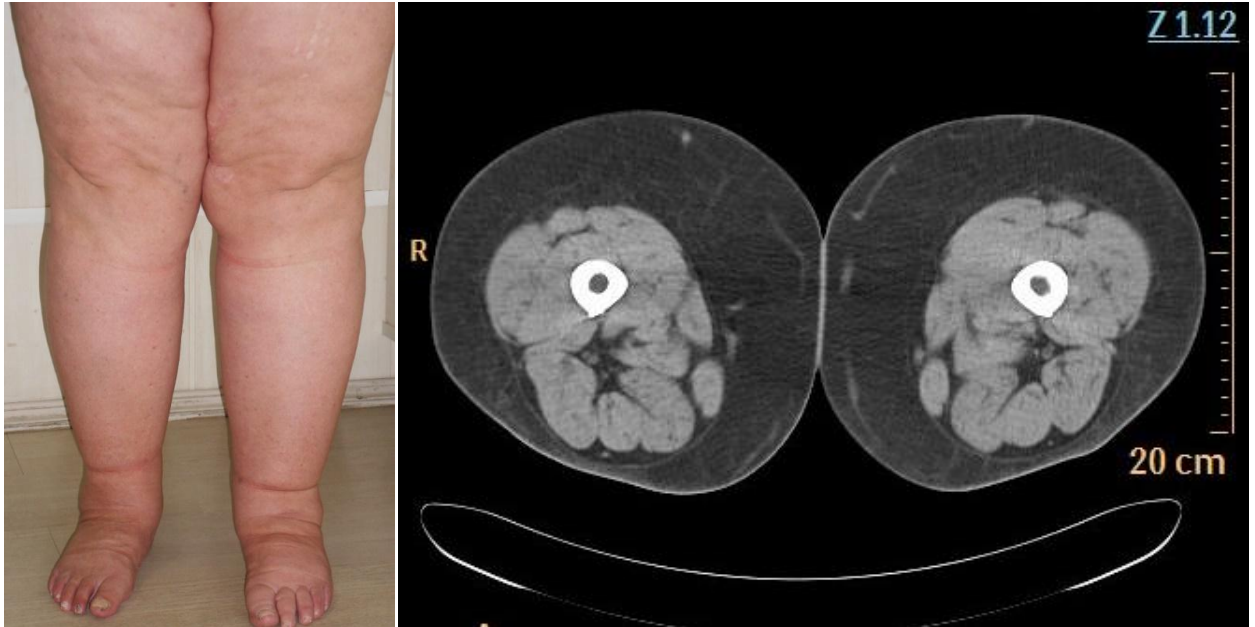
Слева фото нижних конечностей пациентки С., 54 лет с липолимфедемой III ст. Справа компьютерная томография, поперечный срез нижних конечностей этой же пациентки с липолимфедемой. Определяется резкое утолщение подкожно-жирового пространства за счет разрастания жировой ткани. Утолщения кожи не определяется. «Сотовая» структура подкожного пространства отсутствует.
